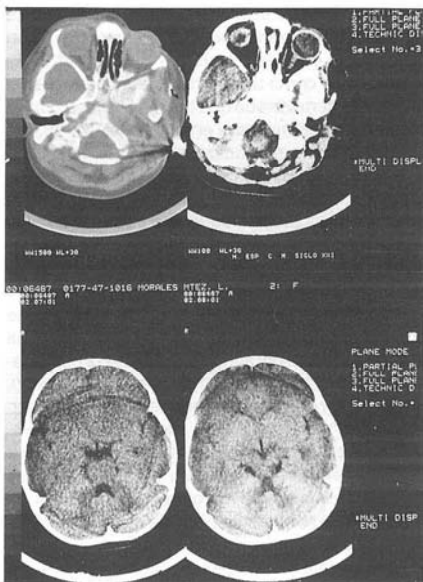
TAC simple de cráneo, muestra una imagen con datos de edema cerebral difuso, con disminución del tamaño de los ventrículos y del espacio subaracnoideo
